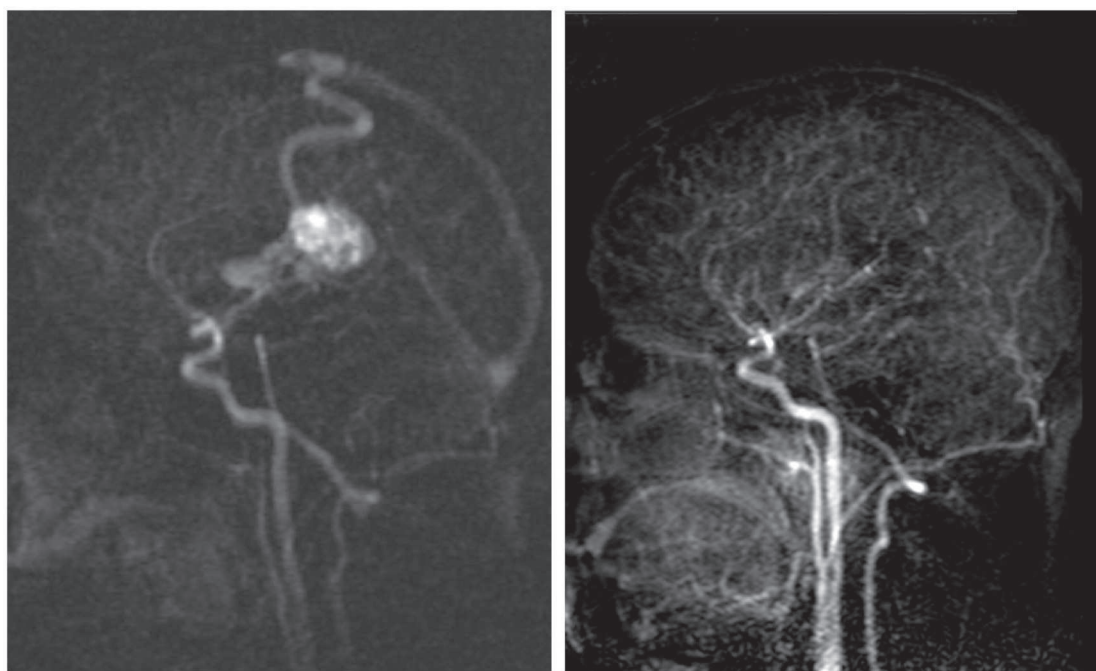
Images d'angio-IRM en séquence de flux en coupes sagittales d'une MAV chez un patient de 22 ans. Image de gauche : avant le traitement *Gamma Knife* ; la malformation est bien visible, vascularisée à partir de l'artère carotide interne. Image de droite : 1 an après le traitement *Gamma Knife* ; on note la disparition du nidus malformatif.
